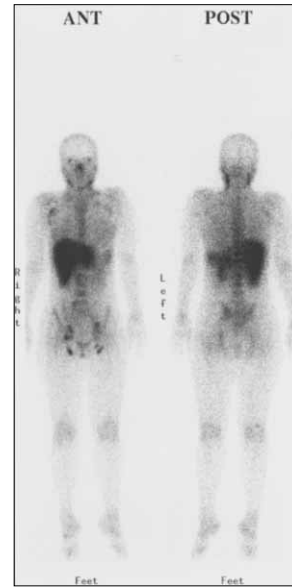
⁶⁷Ga scintigram (Feb. 19, 2005) showed positive uptake in bilateral neck, axillar and inguinal lymph nodes, and the pelvic area.
